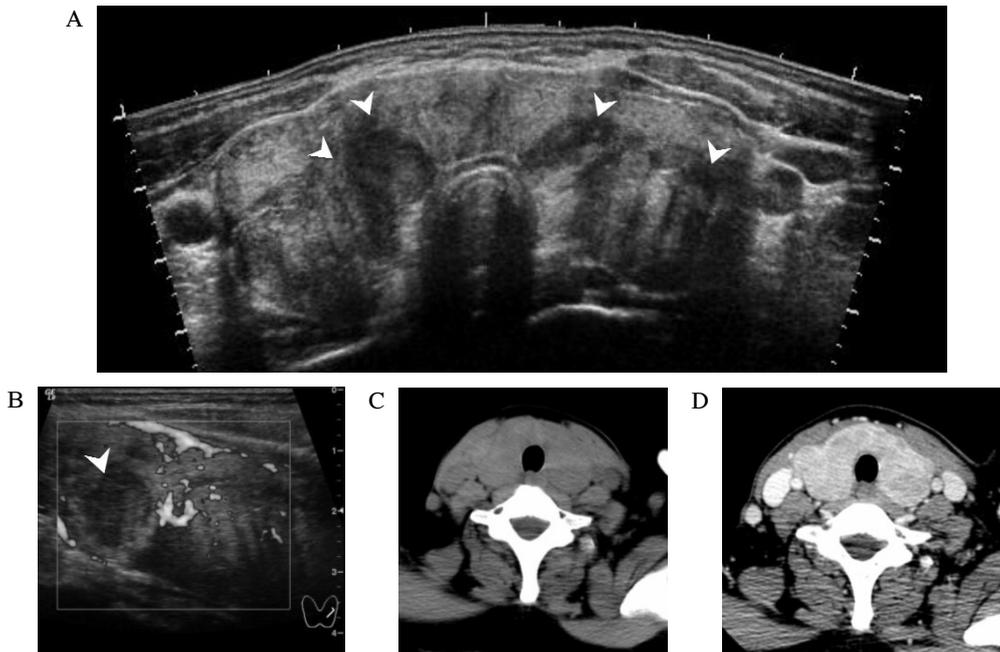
Findings of thyroid ultrasonography (US) and computed tomography (CT) of the neck. A. Panoramic US shows diffuse goiter with hypoechoic thyroid parenchyme with multiple ill-defined hypoechoic nodules (arrowheads). B. Intranodular vascularity is not visible on power doppler US. C and D. Pre- and post-contrast CT shows uneven enhancement of the thyroid with no discrete nodular lesions.
